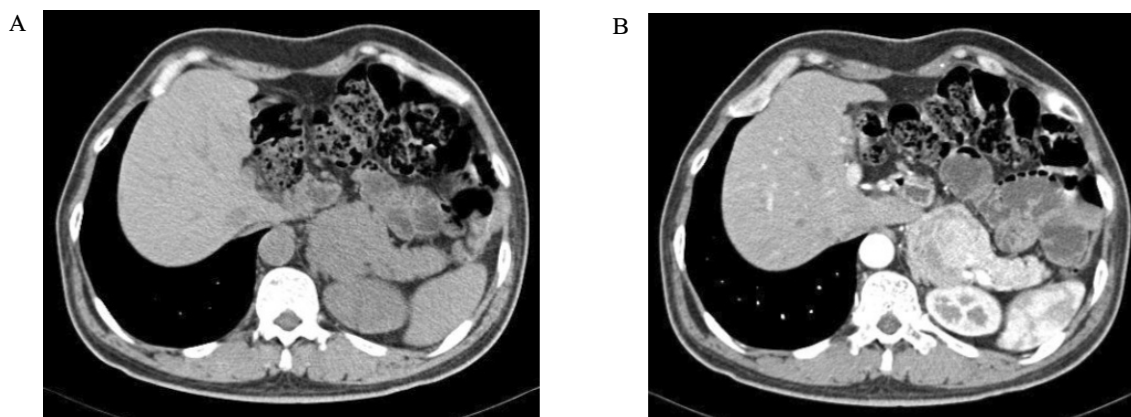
Abdominal dynamic computed tomography. A. A large mass (6.8 cm) was noted in left paraaortic and subphrenic space on pre-enhance phase image. B. It was well-circumscribed, large hypervascular mass with heterogeneous high enhancement on arterial phase image.
